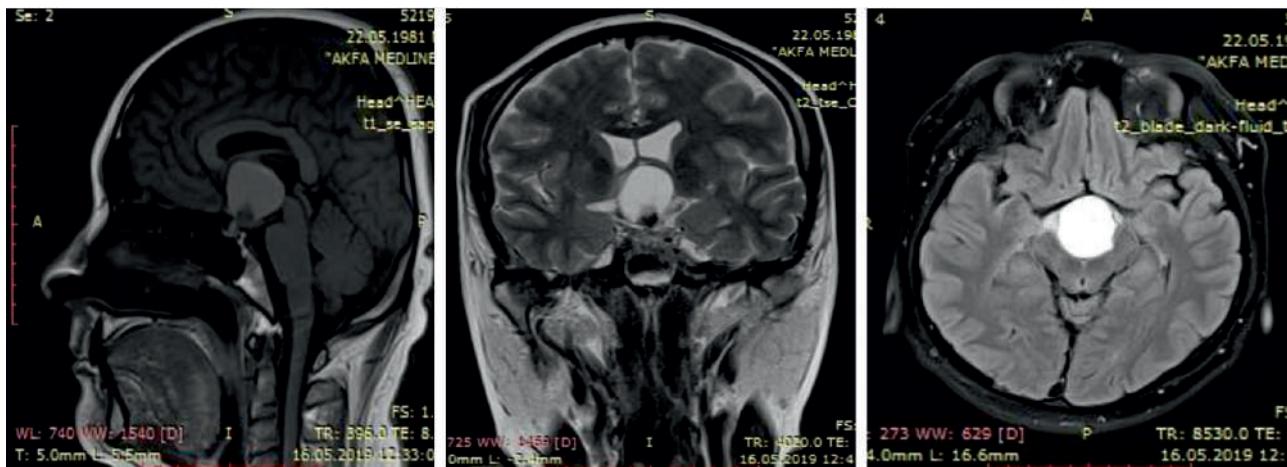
МРТ-головного мозга до операции. Т1ВИ, Т2ВИ и Т2blade_dark_fl MP-картина объемного образования в супраселлярной области-краниофарингиома со сдавлением 3-желудочка, кистозно-солидного характера.
